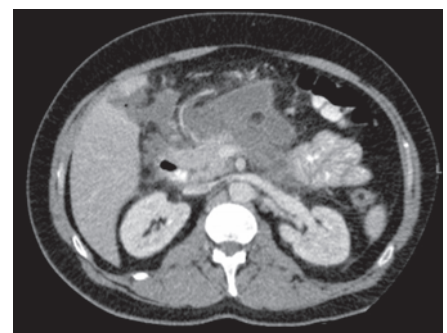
KM-verstärktes Abdomen-CT mit akuten peripankreatischen Flüssigkeitskolektionen ohne Notwendigkeit einer Drainage; spontane Regression im Verlauf.
